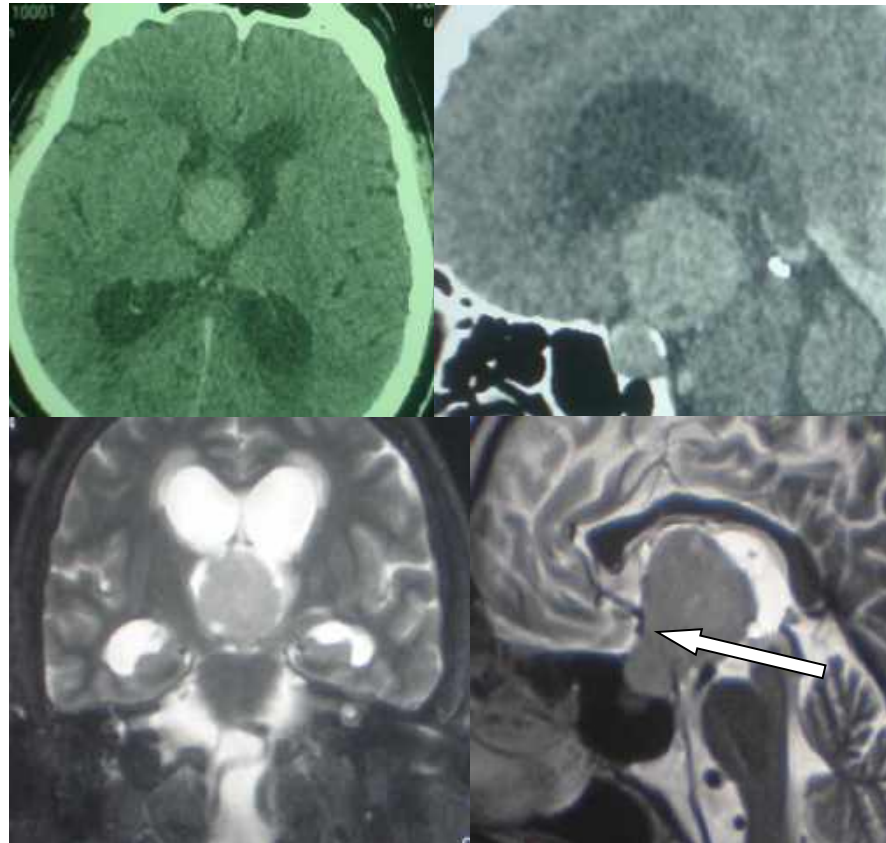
Спостереження №391. Пацієнт Ю-ко, 66 років, історія хвороби №144542. ГНАГ у пацієнта з поширенням в III шлуночок, оклюзійна гідроцефалія. КТ (верхній ряд) та МРТ (нижній ряд). Стрілка вказує на орієнтовне положення сегменту А1 ПМА та хіазми.
